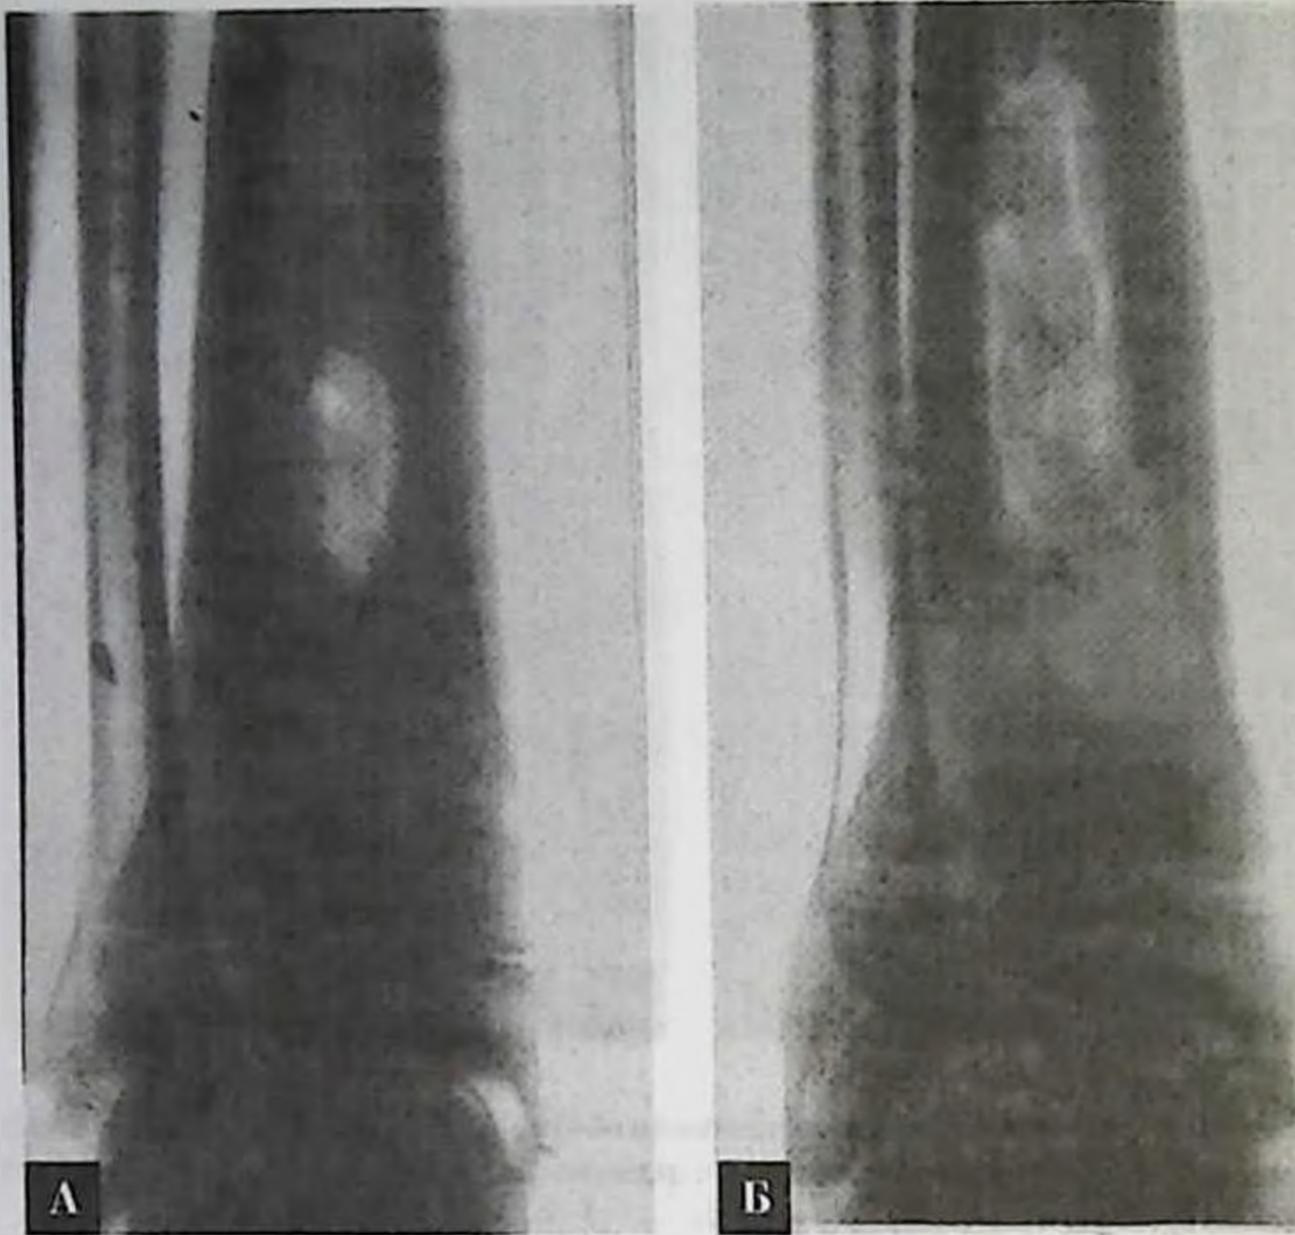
Тот же больной К. 15 лет. А—через 3 месяца сформировалась обширная полость по ходу костно-мозгового канала (без секвестров). Б—рентгенограмма после операции 01.03.96. После обработки полость замещена губчатыми трансплантатами из гребня подвздошной кости. Заживление первичным натяжением, выздоровление.
